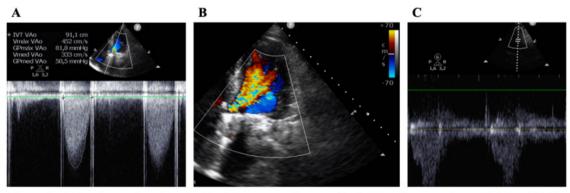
A. Doppler continuo de prótesis aórtica con gradiente medio de 74mmHg. B. Enfoque apical 4 cámaras, se visualiza Doppler color con insuficiencia severa transprotésica. C. Doppler pulsado en aorta torácica que evidencia flujo reverso con VTI de 16,5cm, parámetro de insuficiencia severa de prótesis en posición aórtica.
